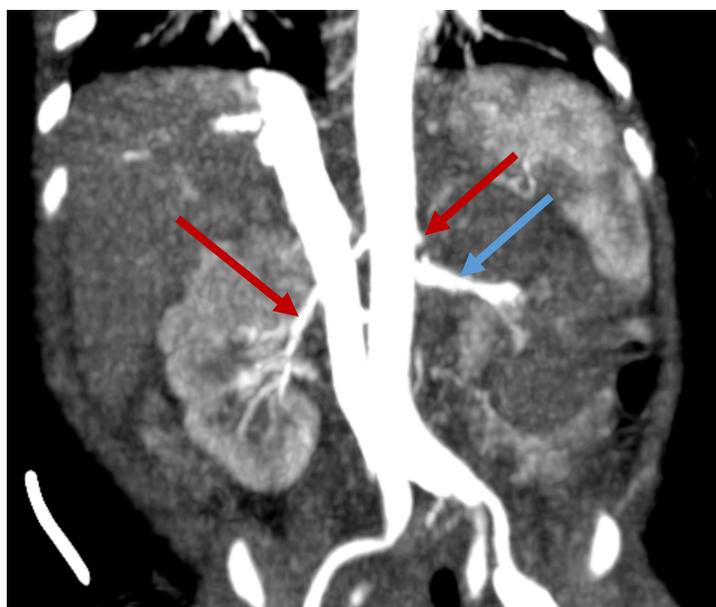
Angio-TC abdominal/renal, reconstrução coronal. As setas vermelhas correspondem às artérias renais, observando-se obliteração completa da artéria renal esquerda, imediatamente após a sua origem. De notar ausência de perfusão do rim esquerdo. A seta azul corresponde à veia renal esquerda.
